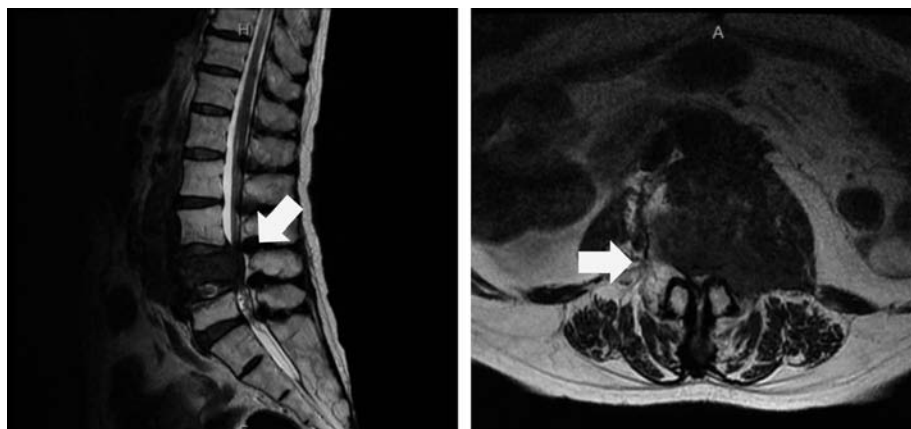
T2-weighted MRI shows spinal cord compression at the L4 level.
